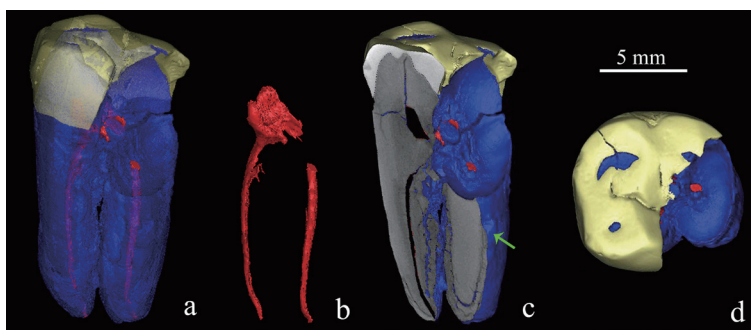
智人 II 号标本 CT 扫描 3D 复原图像
